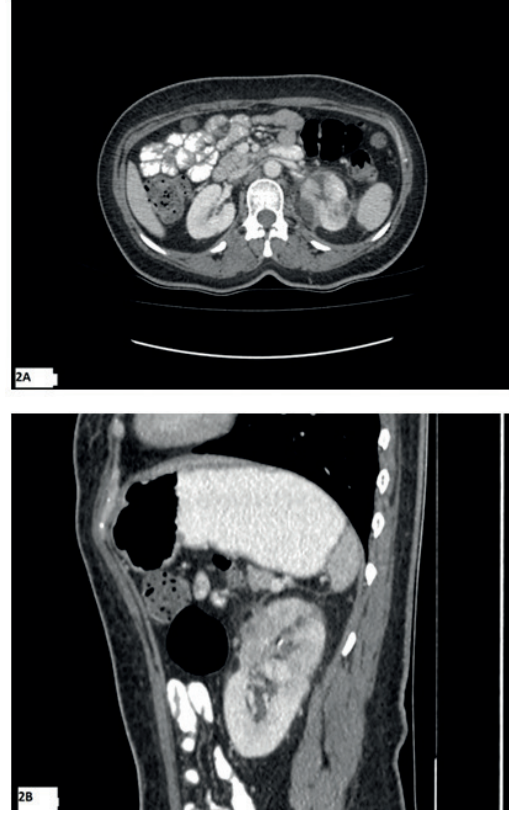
B Axial and sagittal CT images of upper abdomen obtained after the treatment shows significant improvement of imaging findings compared to the images obtained before the treatment.
